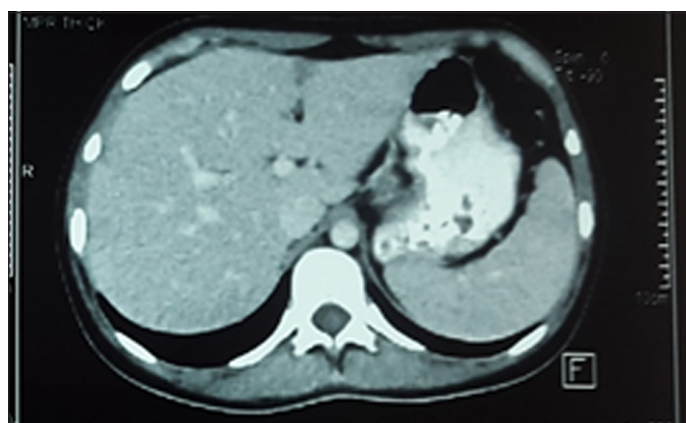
TAC abdomen: hepato-esplenomegalia
